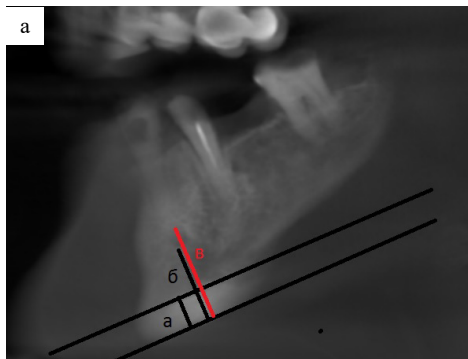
КЛКТ, фрагмент фронтальной реконструкции с толщиной среза 15 мм. Отношение а/б — нижний компьютерно-томографический мандибулярный индекс. Отношение а/в — верхний компьютерно-томографический мандибулярный индекс. а — ментальный индекс компьютерной томографии
